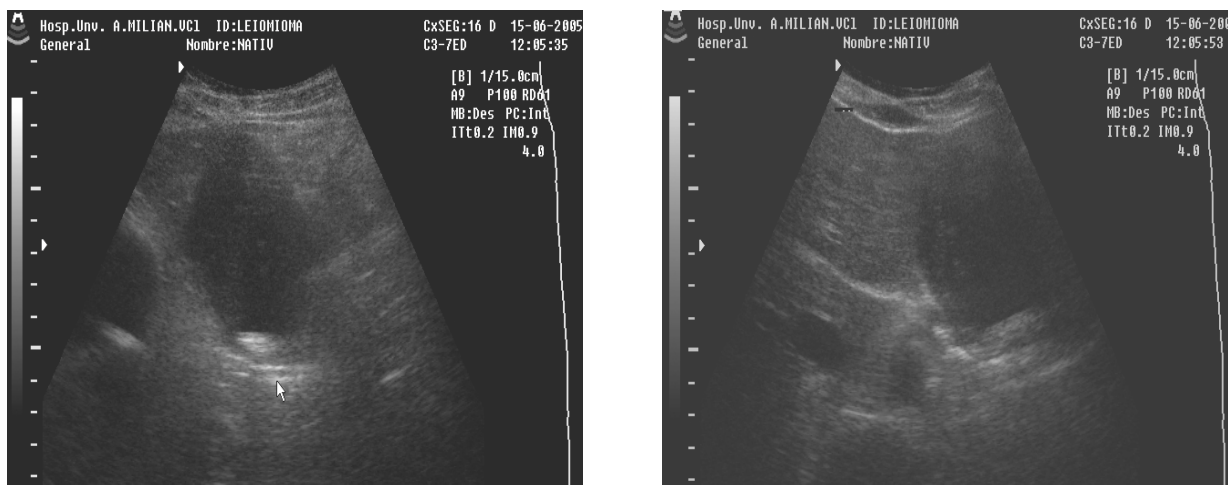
Ultrasonido abdominal. Imagen hipocogénica, sólida, de 6x6 cm., de aspecto tumoral a nivel de epigastrio, de contornos regulares, con la presencia de una calcificación en su interior
